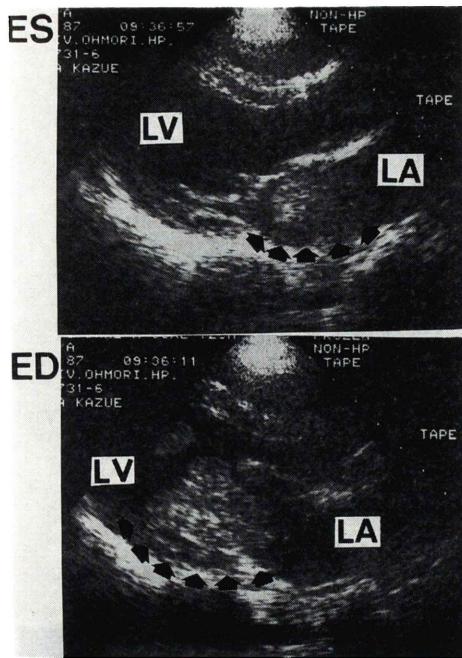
Left atrial tumor penetrates to the left ventricle through the mitral valve in end-diastolic phase (black arrows) mimic left atrial myxoma by 2-D echocardiography.
